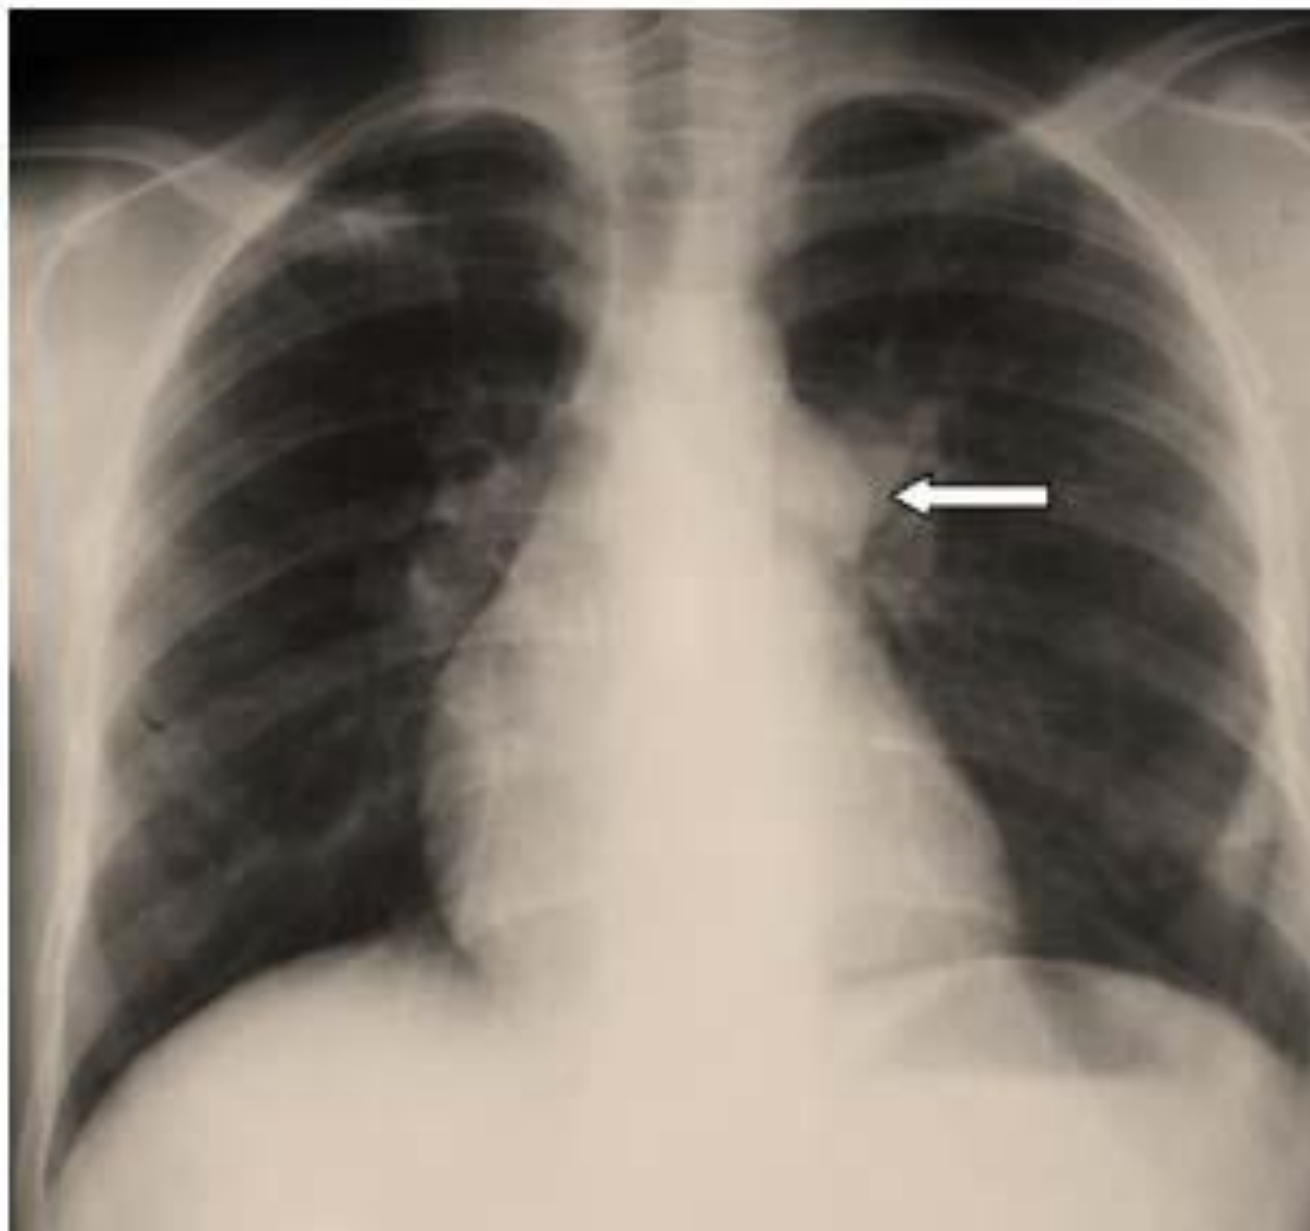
Patient de 58 ans Fellaoui de profession ayant une maladie de Behçet avec une atteinte vasculaire. Radiographie thoracique de face en position debout, montrant un bombement de l'arc moyen gauche en rapport avec une dilatation de l'artère pulmonaire gauche.
